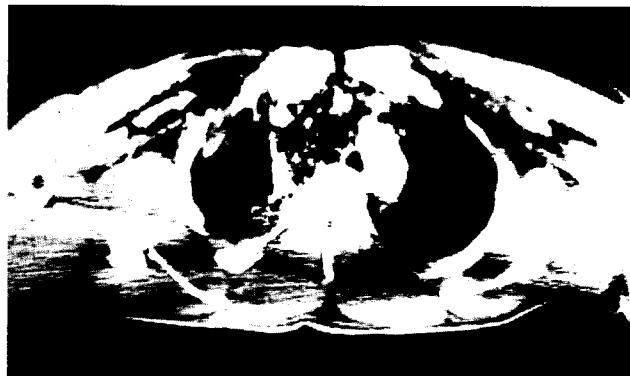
Preoperative chest CT of case 1 showing sternal fracture and mediastinal emphysema.
